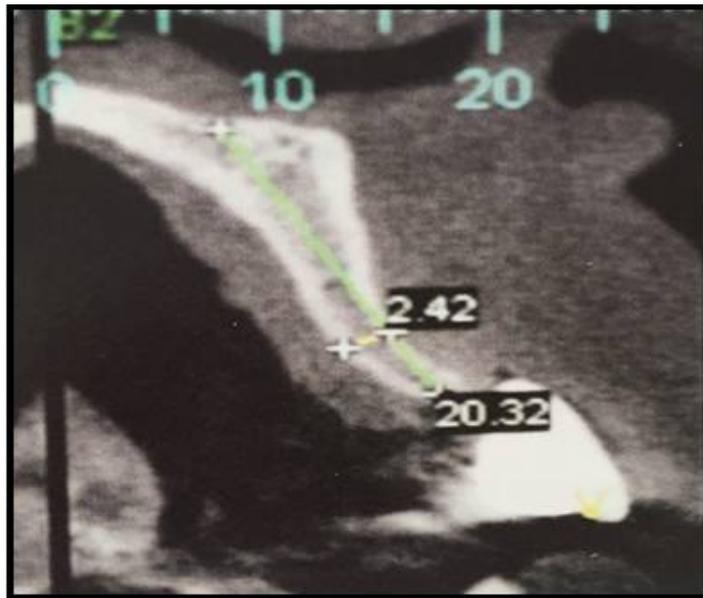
Extensa reabsorção óssea horizontal confirmada pela Tomografia
